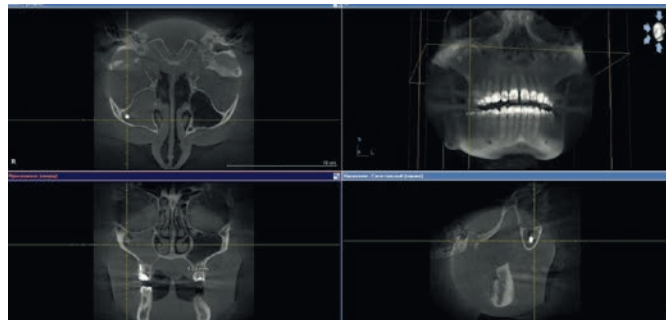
Компьютерная томография больной Ч., 36 лет, до лечения
